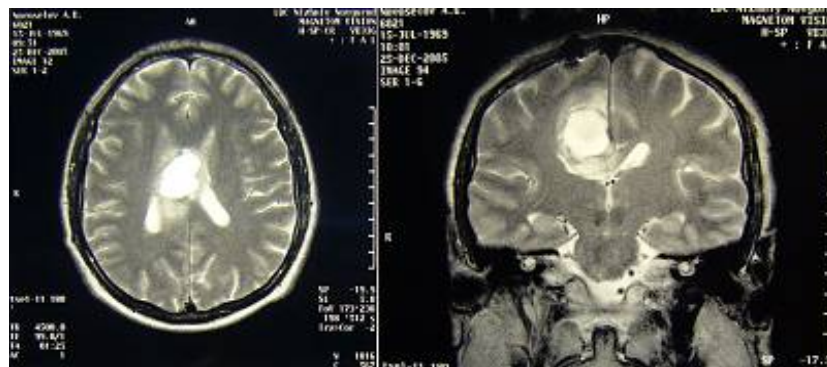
МРТ головного мозга больного Н. от 25.12.05 - состояние после субтотального удаления опухоли медиальных отделов задне-лобно-теменной области. Гематома в ложе опухоли
